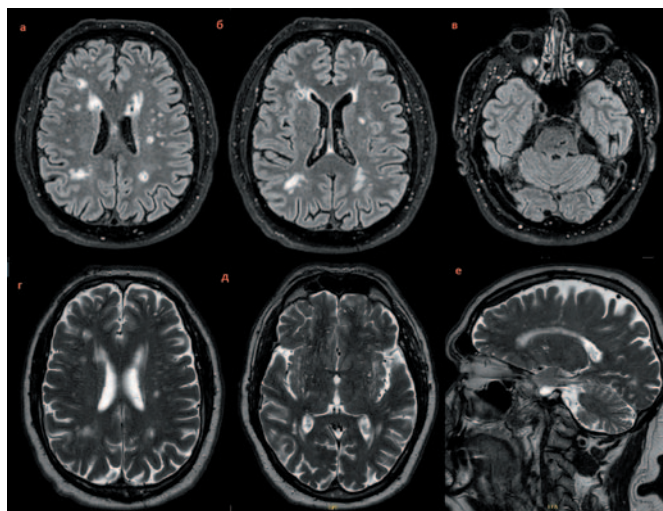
МРТ головного мозга в режимах Flair (а–в) и T2 (г–е).
